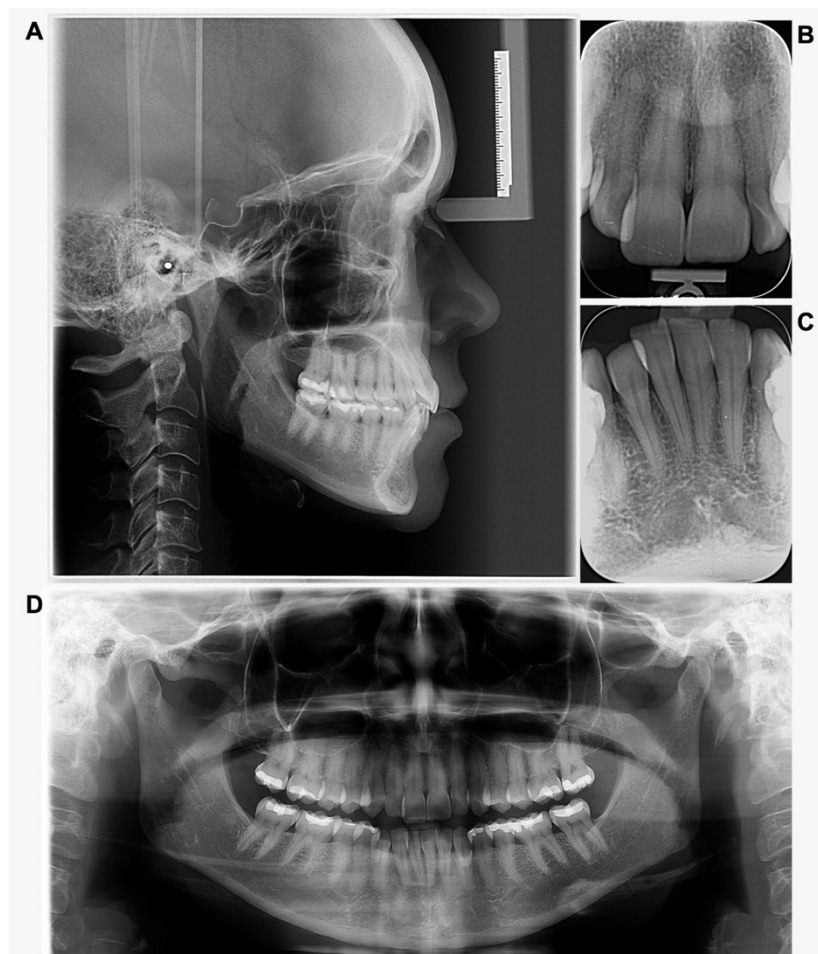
Radiografias iniciais. A) Telerradiografia. B) Periapical incisivos superiores. C) Periapical incisivos inferiores. D) Panorâmica.
